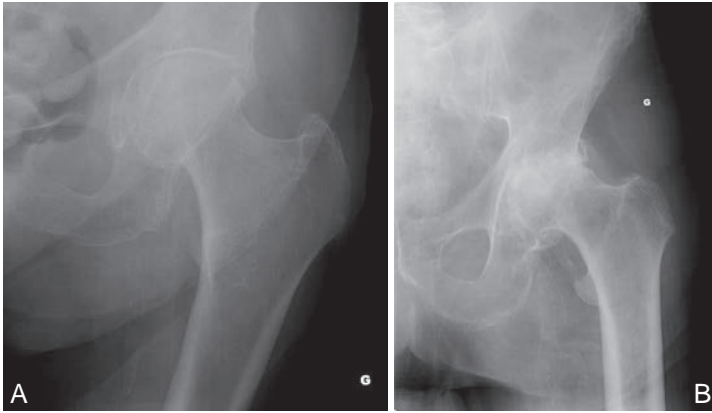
Radiographie de hanche de face montrant : une coxarthrose débutante (A) et une coxarthrose évoluée (B).
